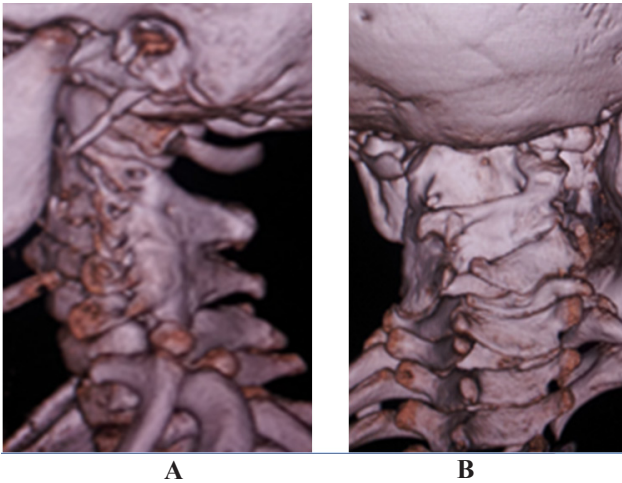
TDM du rachis cervical. Reconstructions 3D en vue oblique (A) et vue de face postérieure (B) montrant une fusion vertébrale de C3-C7 et une hémivertèbre entre C2 et C3.
